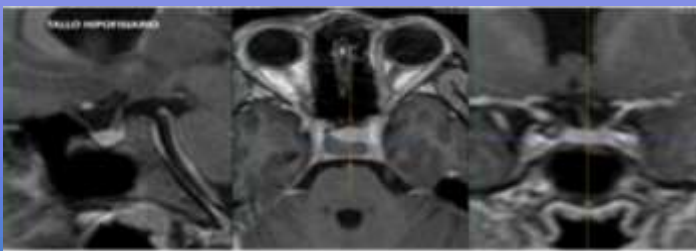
RMI Cerebro secuencia FLAIR: Hipoplasia del tallo hipofisiario (cortesía: Departamento de Imágenes Hospital Alcívar).
